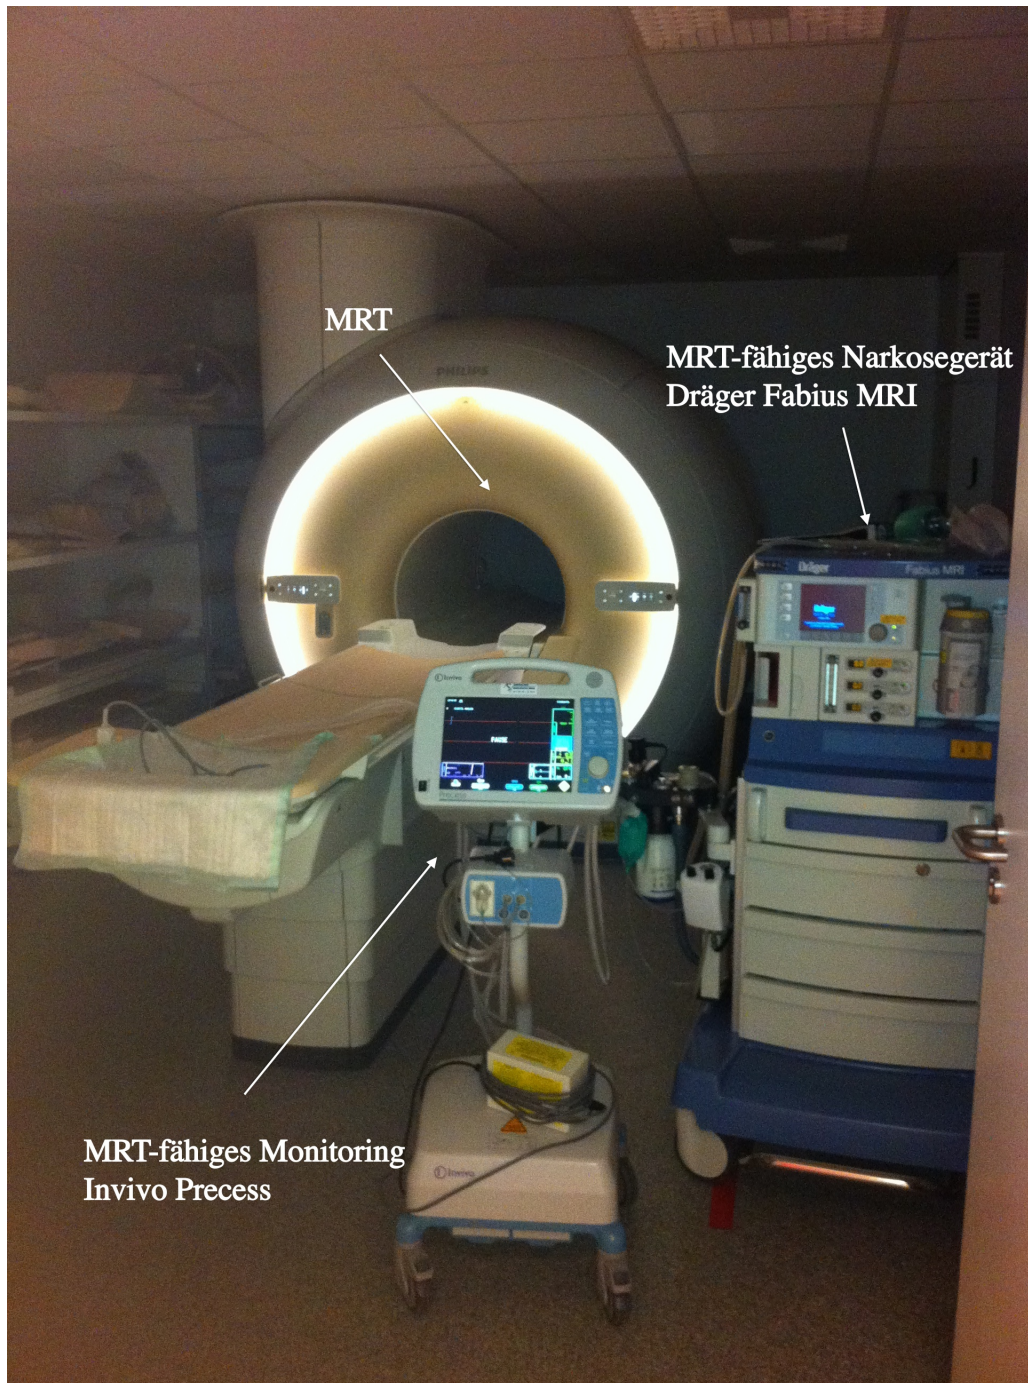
Messplatzaufbau im MRT
